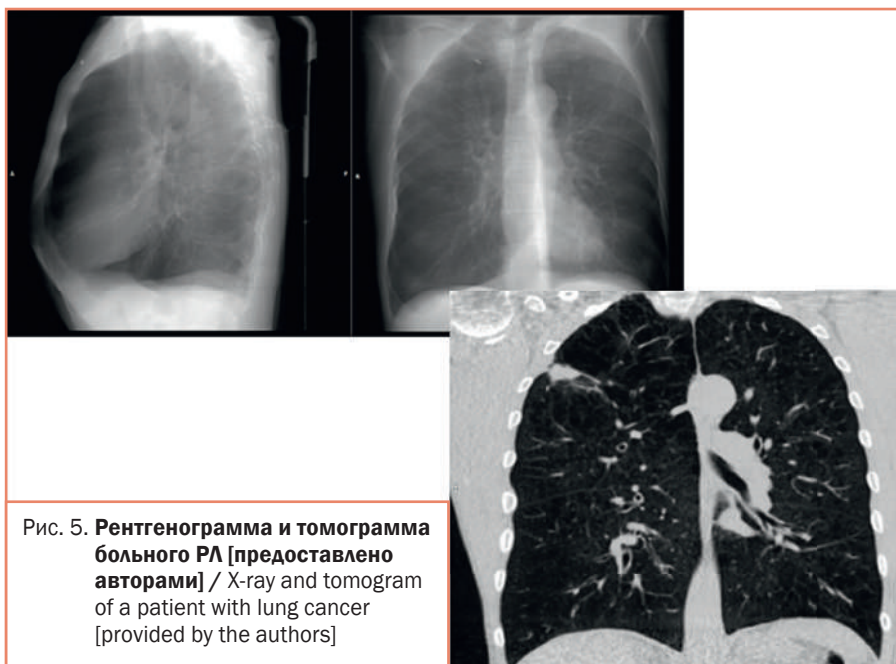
Рентгенограмма и томограмма больного РЛ [предоставлено авторами] / X-ray and tomogram of a patient with lung cancer [provided by the authors]
